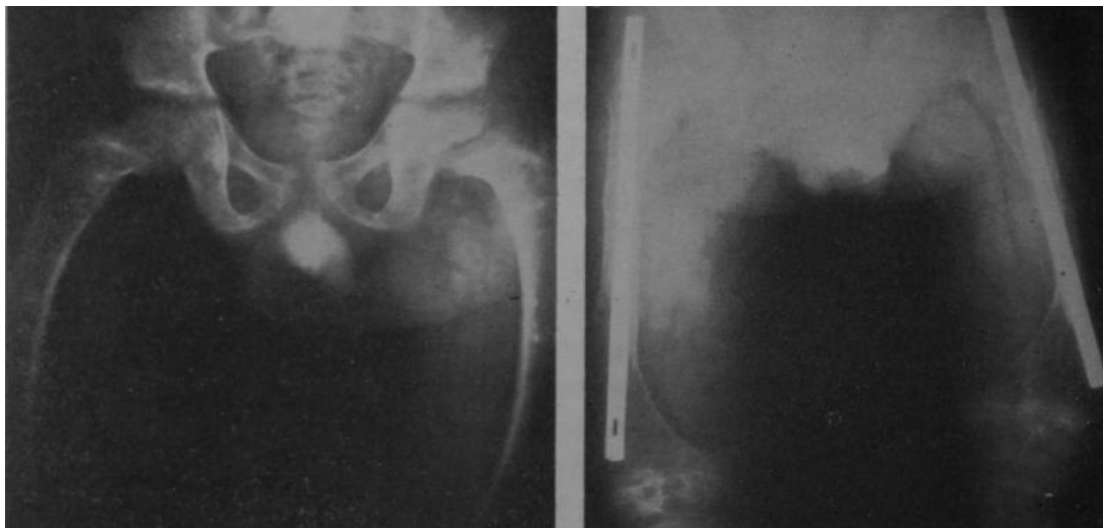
Radiografía de pelvis y ambos fémures que muestra pelvis raquíctica, coxa vara e incurvación diafisaria femoral, b) Radiografía anteroposterior de ambos fémures, un año después de haberse practicado una operación de Sofield para conseguir su enderezamiento.
